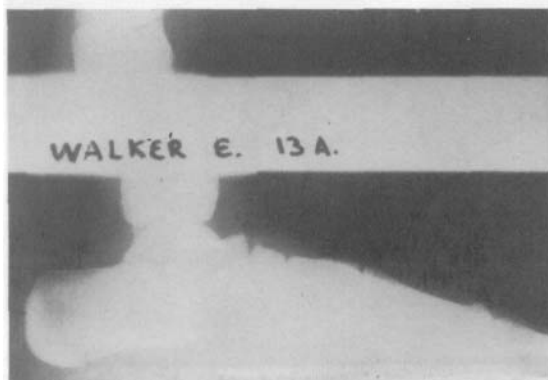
Radiografía preoperatoria. Paciente de 13 años de edad. THH tipo C.
